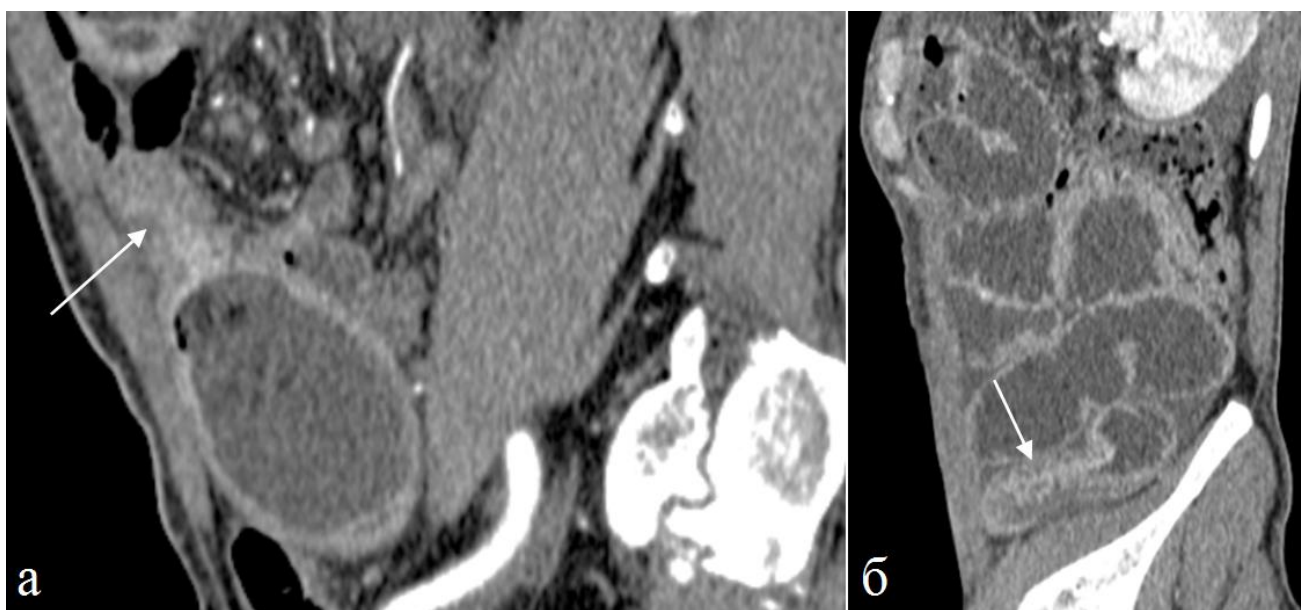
а) Больной 58 лет. Болезнь Крона. Артериальная фаза КУ. Сагиттальная реконструкция томограммы. Определяется пониженное КУ, тип КУ «Слизистый». Стенка терминального отдела подвздошной кишки утолщена просвет сужен. б) Больной 32 лет Болезнь Крона. Накопление контрастного препарата слизистой оболочкой в суженном участке почти не отличается от накопления в других отделах кишки (стрелка).
